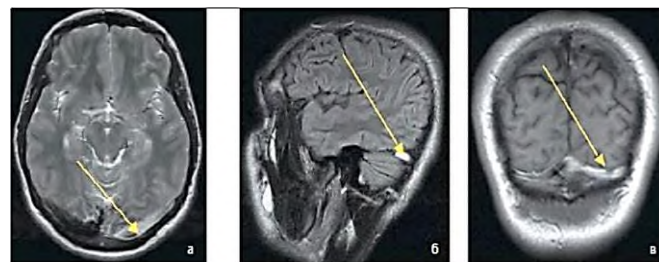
Тромбоз левого поперечного и сигмовидного синусов при МРТ. а - аксиальная проекция. T2. б - T2-FLAIR, сагиттальная проекция, в - T1 [Максимова М.Ю. и др., 2017]
